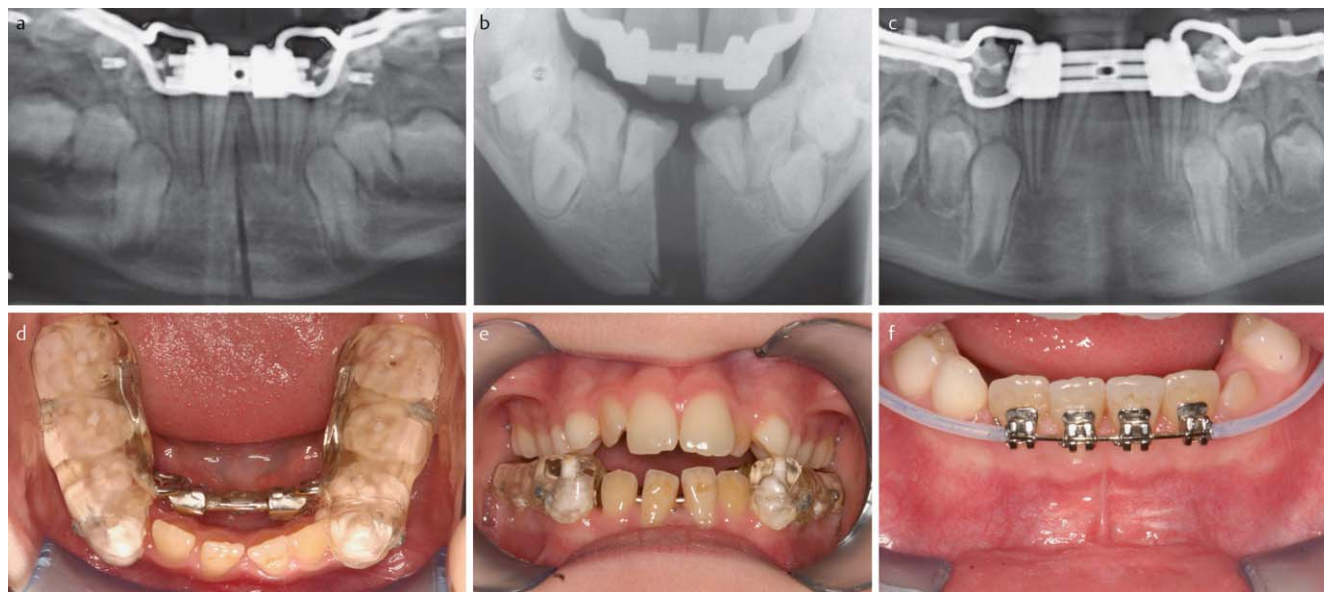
a–f Röntgenaufnahmen im Behandlungsverlauf: a vor Distraction, b nach Distractionsende, c nach 8 Wochen festsitzender Retention, d Hinge-Expander vor der Entnahme, e zwischenzeitlicher bilateraler Kreuzbiss, f kurze Behandlung mit 2-by-4 Brackets.
